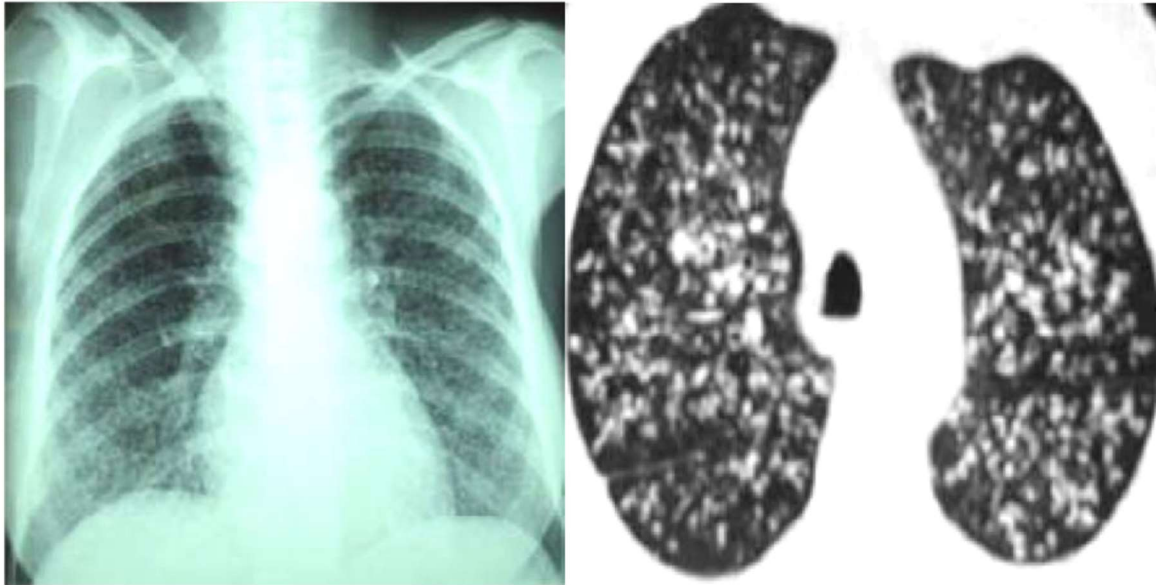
Radiographie du thorax de face : Tuberculose pulmonaire (TP) miliaire : micronodules et nodules disséminés avec quelques réticulations [177]
